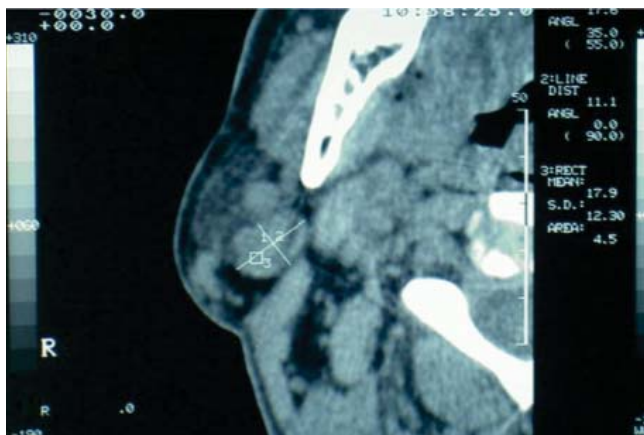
Tomografía axial computarizada a nivel de la columna cervical; se observa masa isodensa localizada en la glándula parótida derecha, correspondiente a tumor de Warthin.
